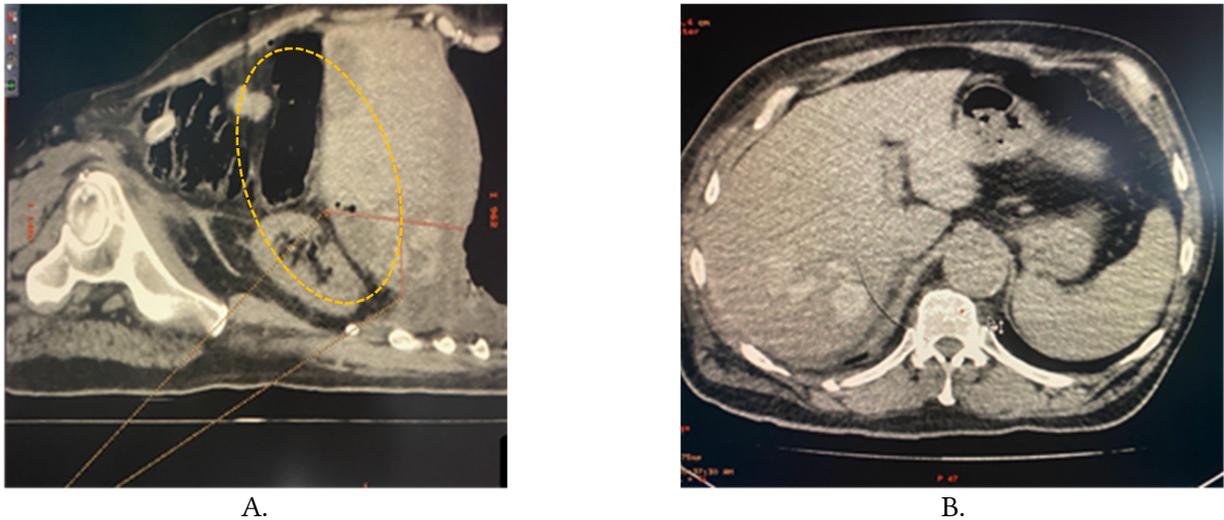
Компьютерная томограмма пациента С., 56 лет. А – сагитальный срез (фигурой указана центральная гематома правой доли печени в области S7-S8 сегментов). В – аксиальный срез (стрелкой указана свободная жидкость в брюшной полости).
